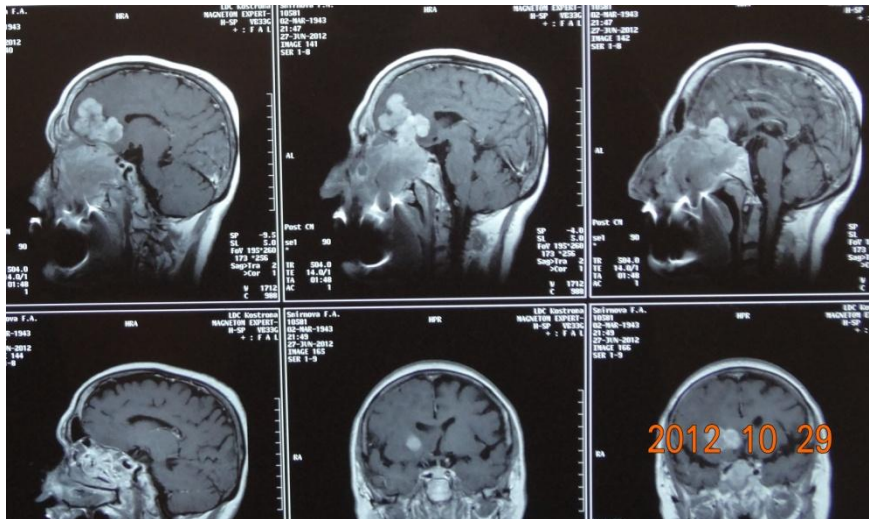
МРТ T1-взвешенное изображение гигантской распространенной опухоли (назофаренгиальный рак) переднего отдела основания черепа у пациентки И., 07.05.1942 г.р.
